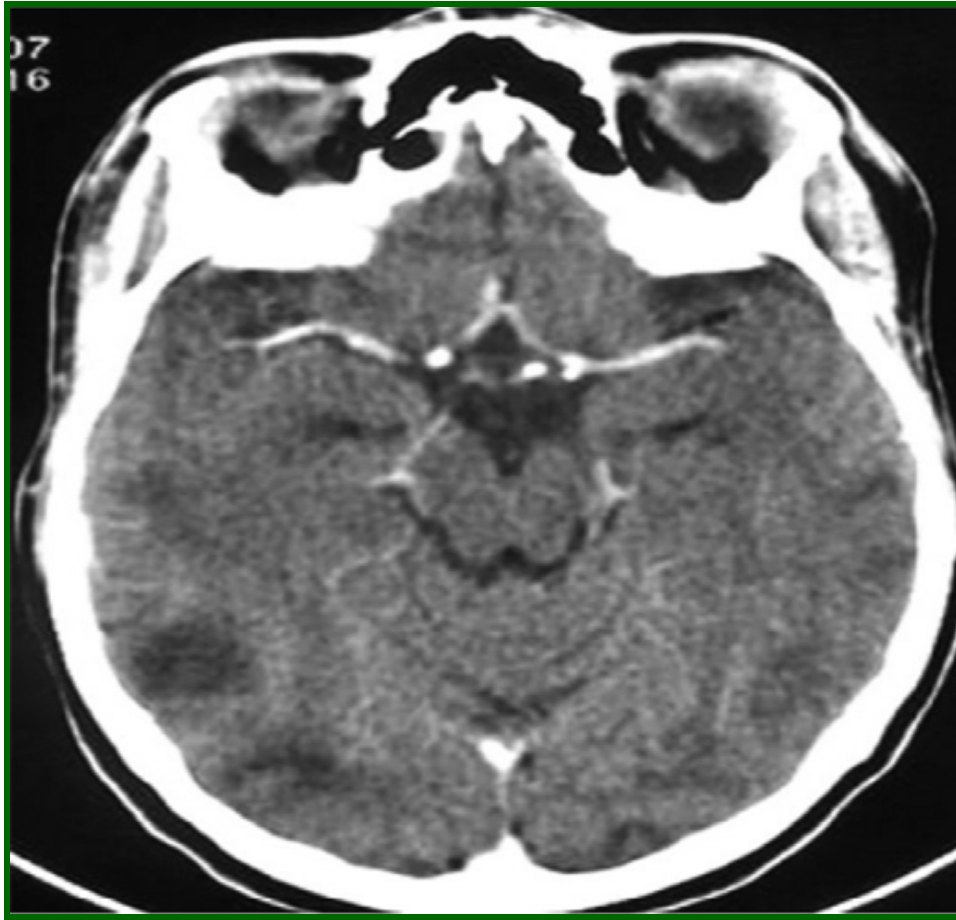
Tomodensitométrie (TDM) cérébrale, coupe axiale, avec injection du produit de contraste(C+):hypodensités bilatérales postérieures mal systématisées.
